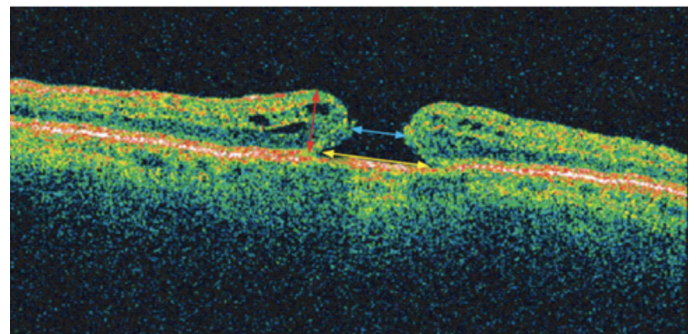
Índices del agujero macular. Tomografía de coherencia óptica de un agujero macular mostrando el diámetro base (flechas amarillas), la altura (flechas rojas) y el diámetro mínimo (flechas azules)¹³.
